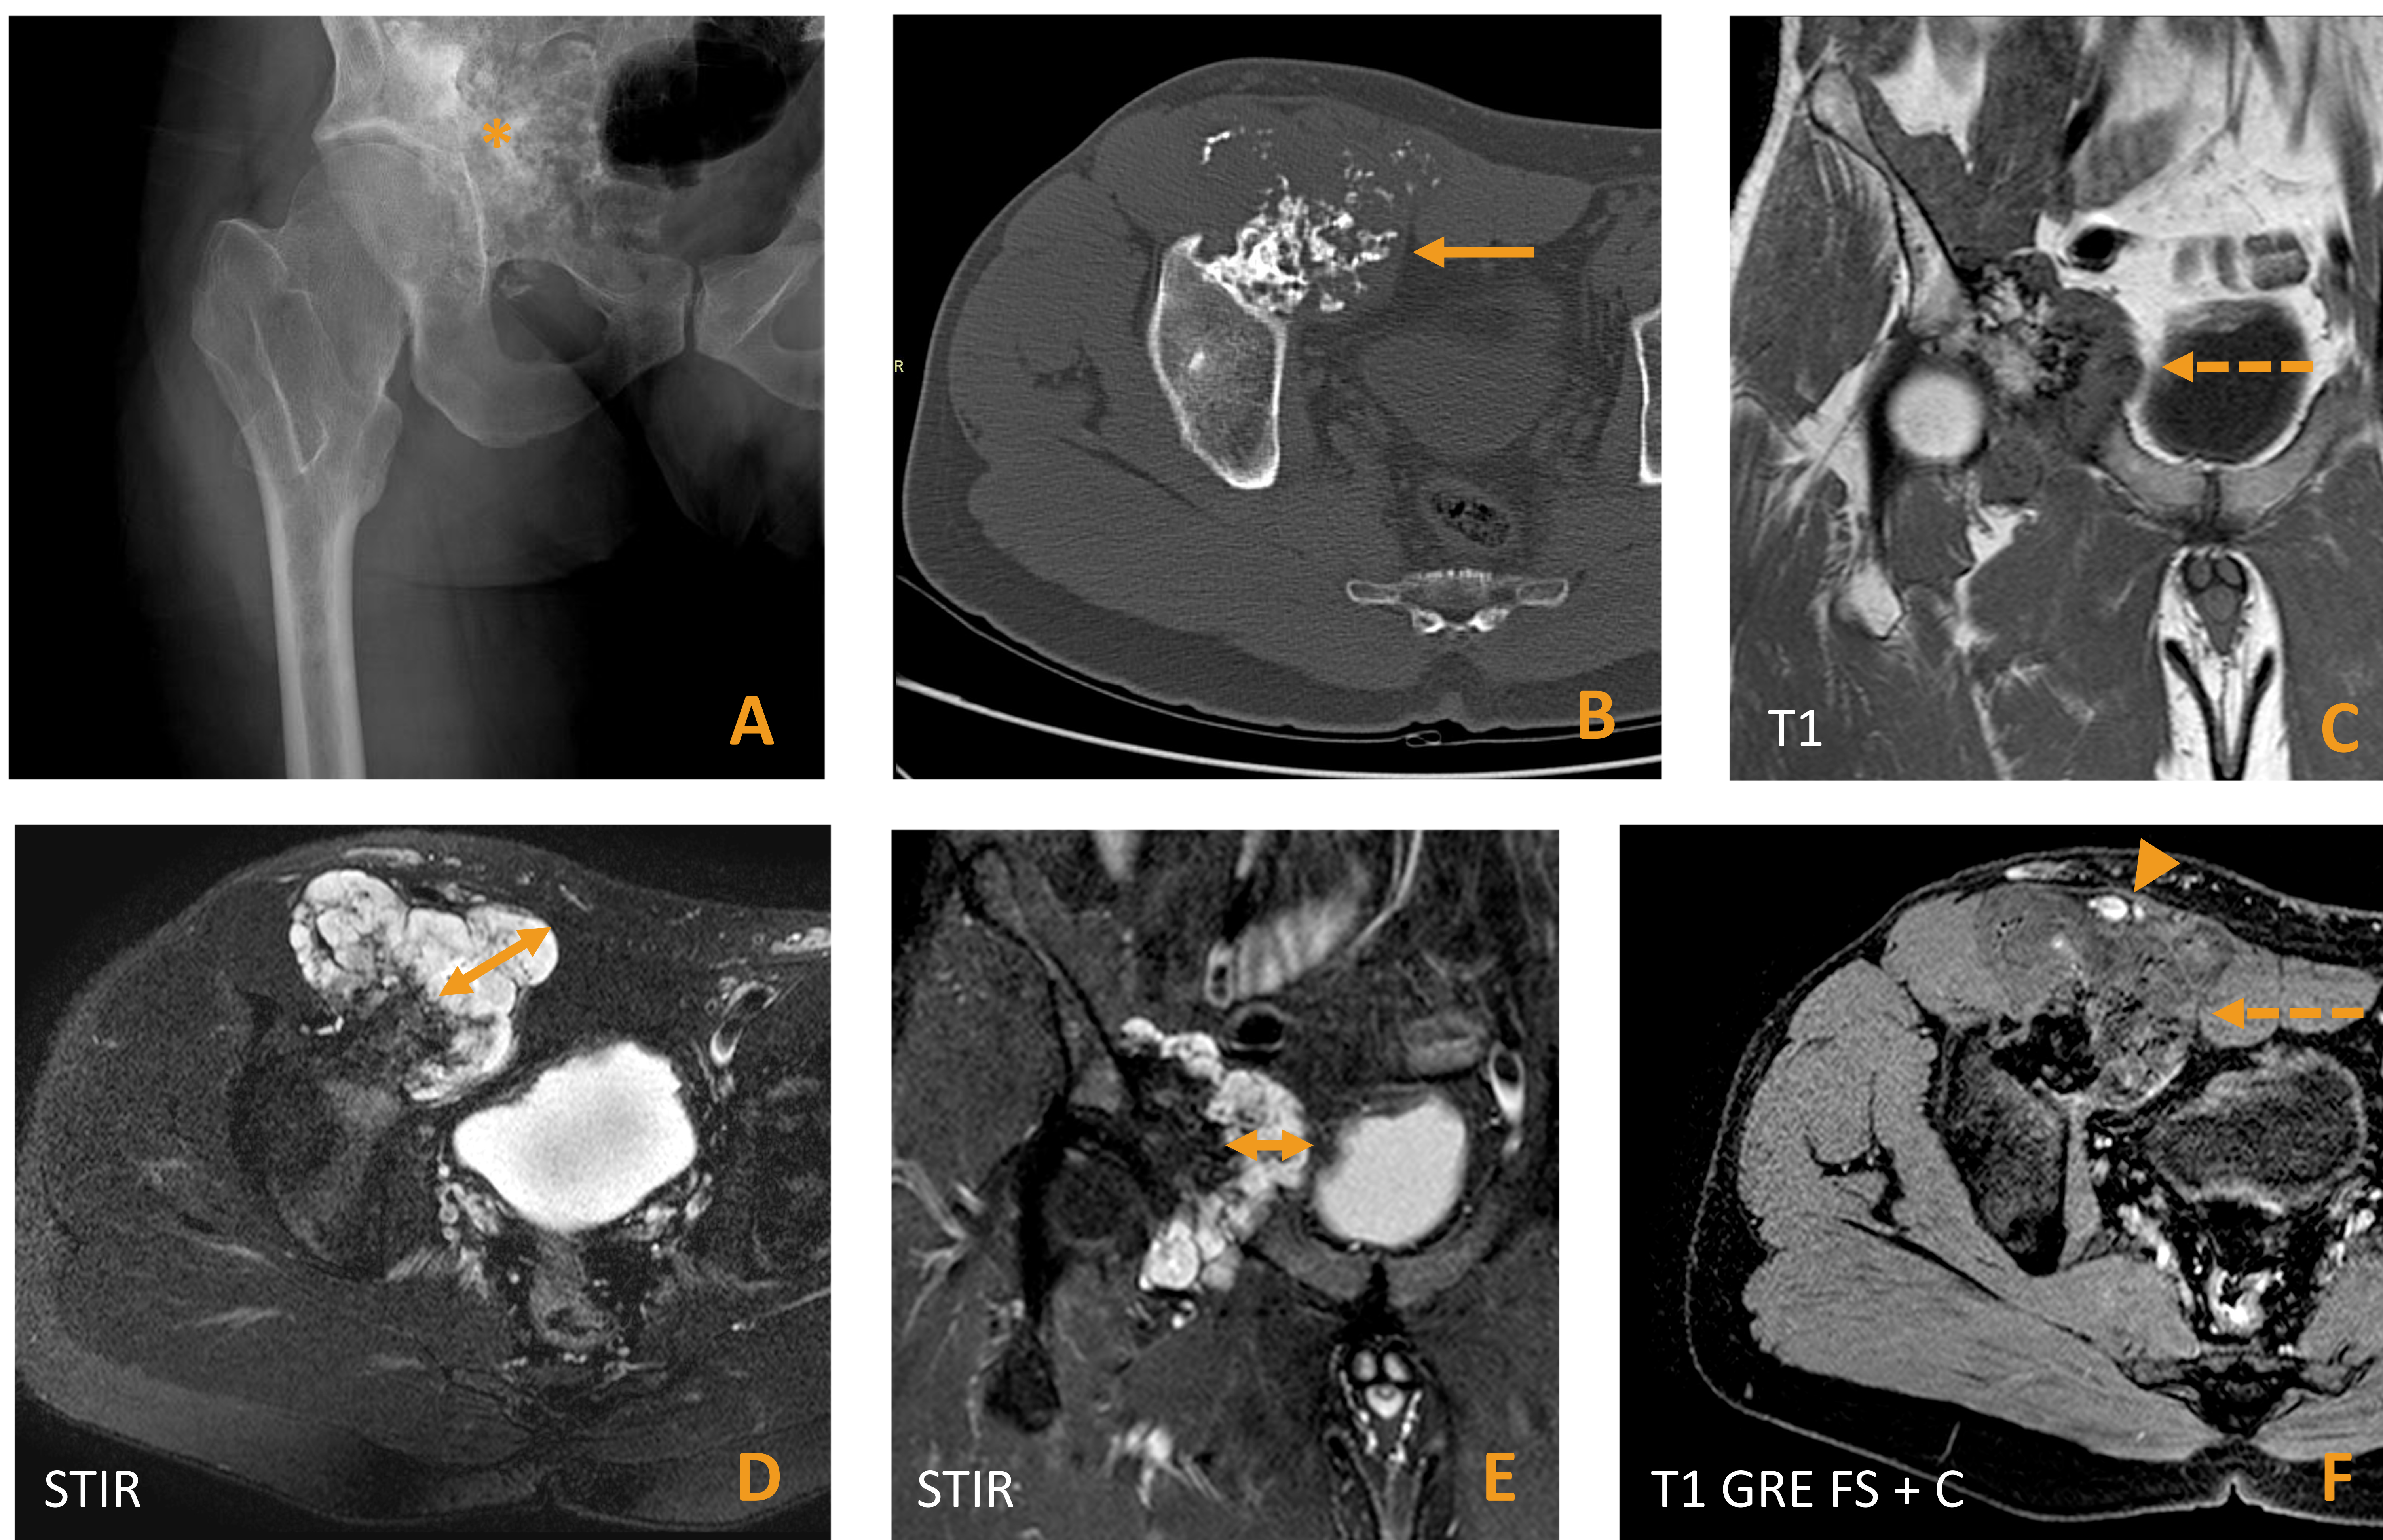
Varón de 31 años con diagnóstico de EHM que consulta por tumoración palpable en la ingle derecha, así como claudicación vascular y parestesias en el MID. Se aportan radiografía simple (A), corte axial de TC sin contraste (B) y secuencias coronal T1 (C), axial STIR (D), coronal STIR (E) y T1 GRE FS postcontraste (LAVA®/THRIVE®). Se identifica una gran masa exofítica que se origina en el borde anterior del acetábulo derecho (*). Presenta continuidad cortical y medular con el hueso subyacente, así como un *cap* cartilaginosa con calcificación de la matriz con patrón en arcos y anillos (flecha). El *cap* es ligeramente hipointenso en T1 (flecha discontinua en C) e hiperintenso en STIR (doble flecha), alcanzando un espesor de 4,5 cm. En el estudio postcontraste se identificó realce septal en el *cap* cartilaginosa (flecha discontinua en F). Es llamativa la compresión que ejerce la masa sobre el paquete vascular femoral (punta de flecha), causando la sintomatología de compresión neurovascular descrita por el paciente. La AP de la pieza quirúrgica reveló un condrosarcoma grado I.
